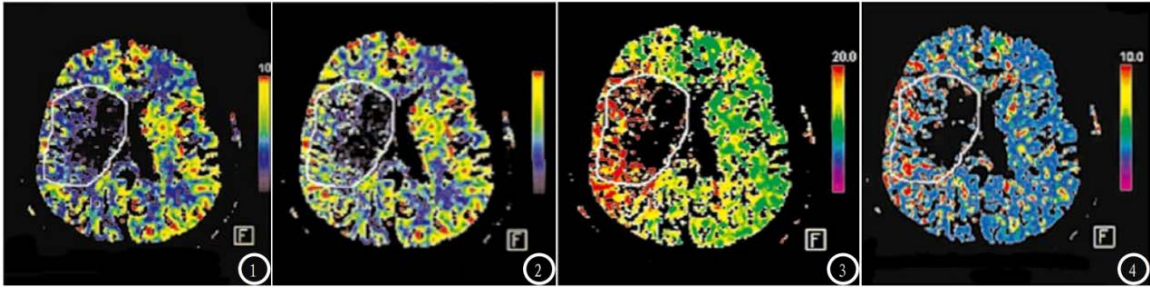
Patient, male, 62 years old. ① CBF map from CT perfusion imaging; ② CBV map, showing lower values in the infarction area compared to the surrounding regions, with gradual enhancement in the periphery; ③ TTP map, demonstrating a significant prolongation; ④ MMT map, showing prolonged ischemic penumbra
